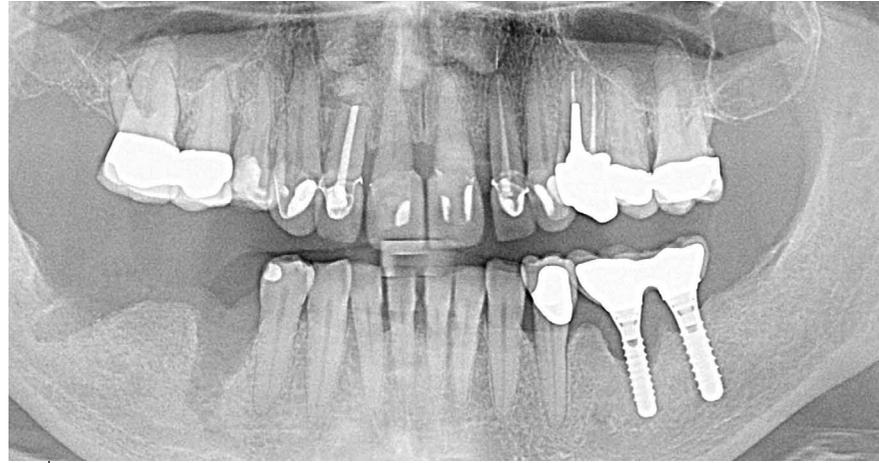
Panoramaröntgenbild nach Extraktion von Pfeilerzähnen und Brücke im vierten Quadranten: Zahlreiche Zähne sind endodontisch und restaurativ behandelt. Zudem ist eine generalisierte marginale Parodontitis und im dritten Quadranten ein massiver Knochenabbau um das Implantat an Position 36 zu erkennen.
